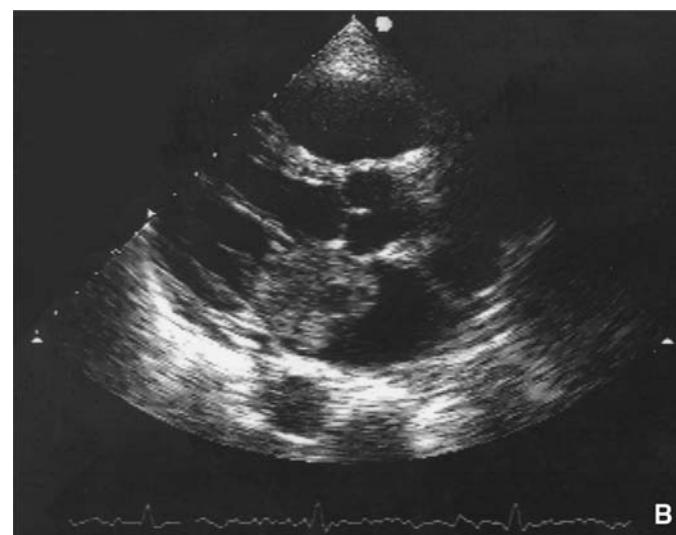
Échocardiographie bidimensionnelle en coupe longitudinale. Grand axe d'un myxome de l'oreillette gauche prolabant dans le ventricule gauche en diastole.
